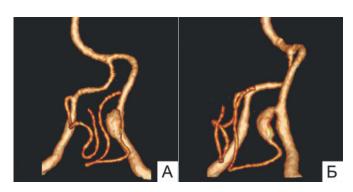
СКТ-ангиография головного мозга того же пациента, 3D-реконструкция. А — прямая проекция; Б — косая проекция (пояснение в тексте).
